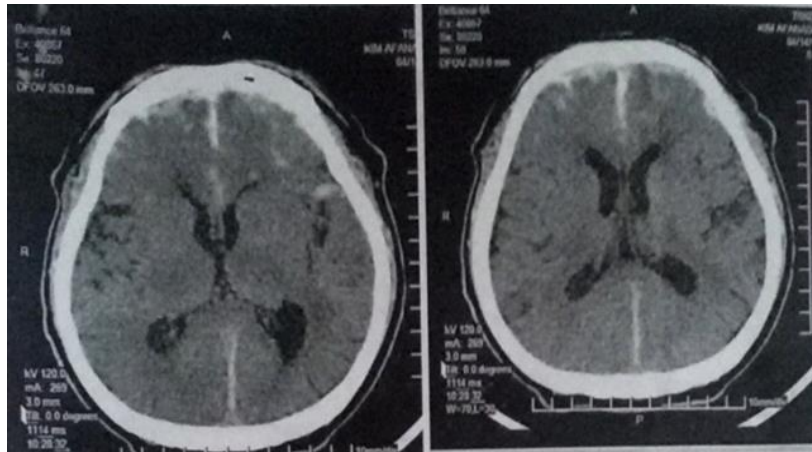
МСКТ изображения больного К., 64г. при поступлении. Отмечаются очаги геморрагического ушиба обеих лобных долей и признаки САК.
